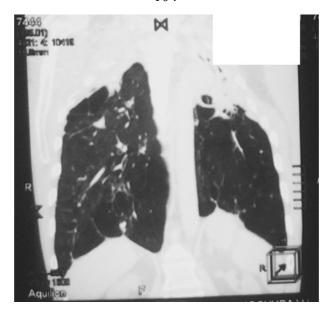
Мультиспиральная компьютерная томограмма легких больного К. после операции перед выпиской из стационара
